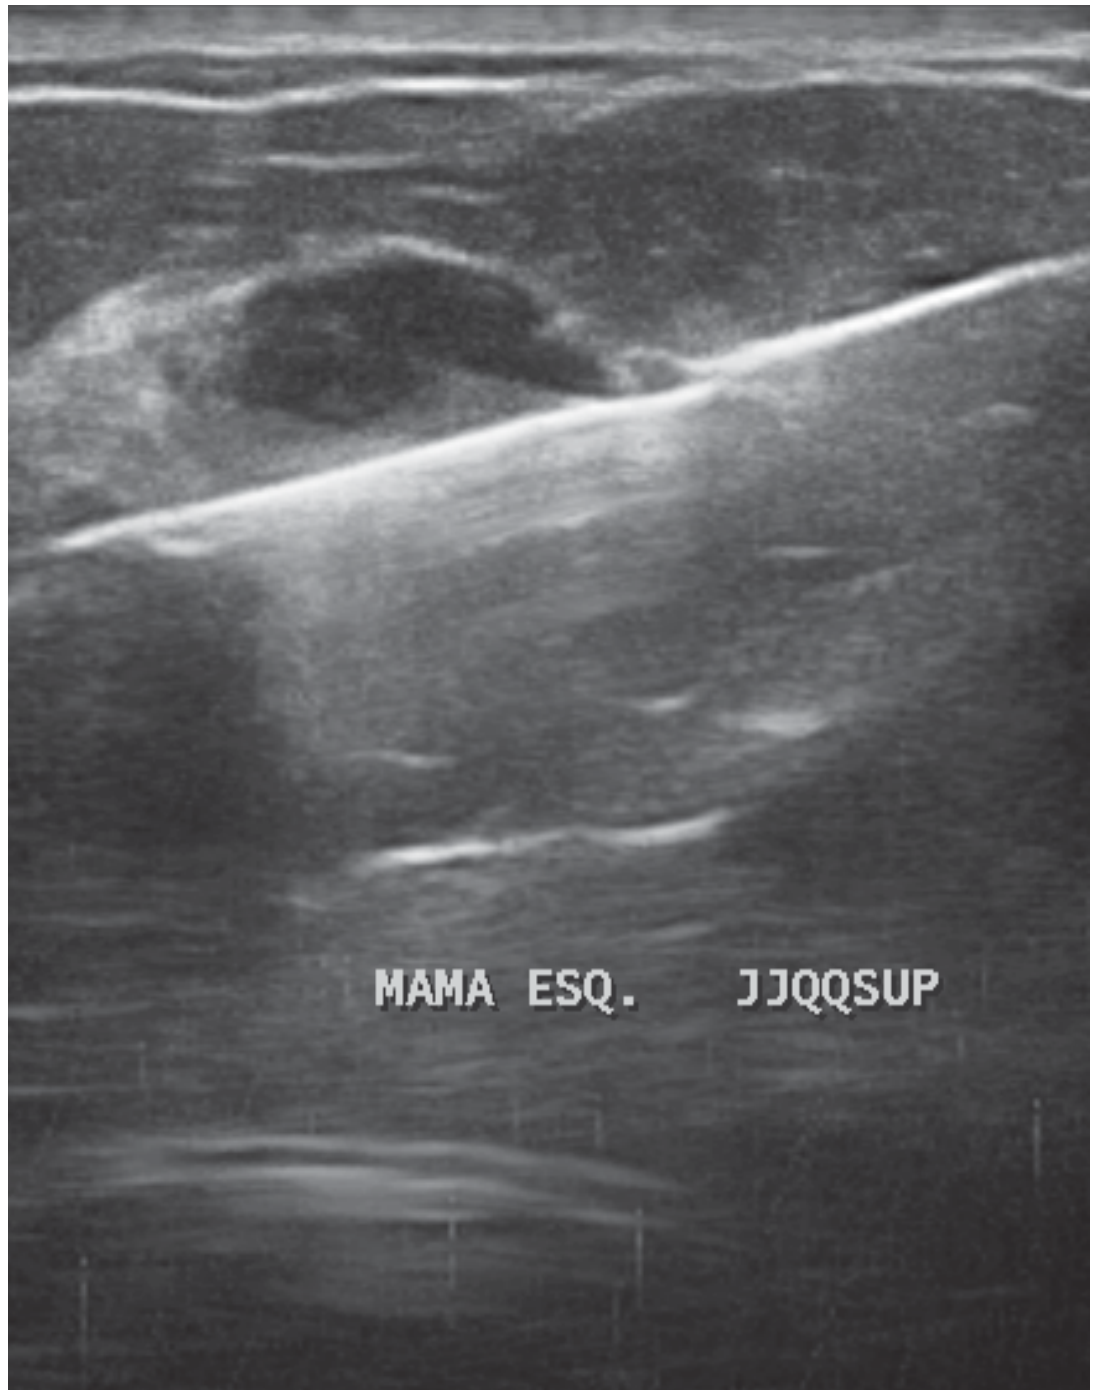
Core biopsy* de nódulo sólido guiada por ecografía.
